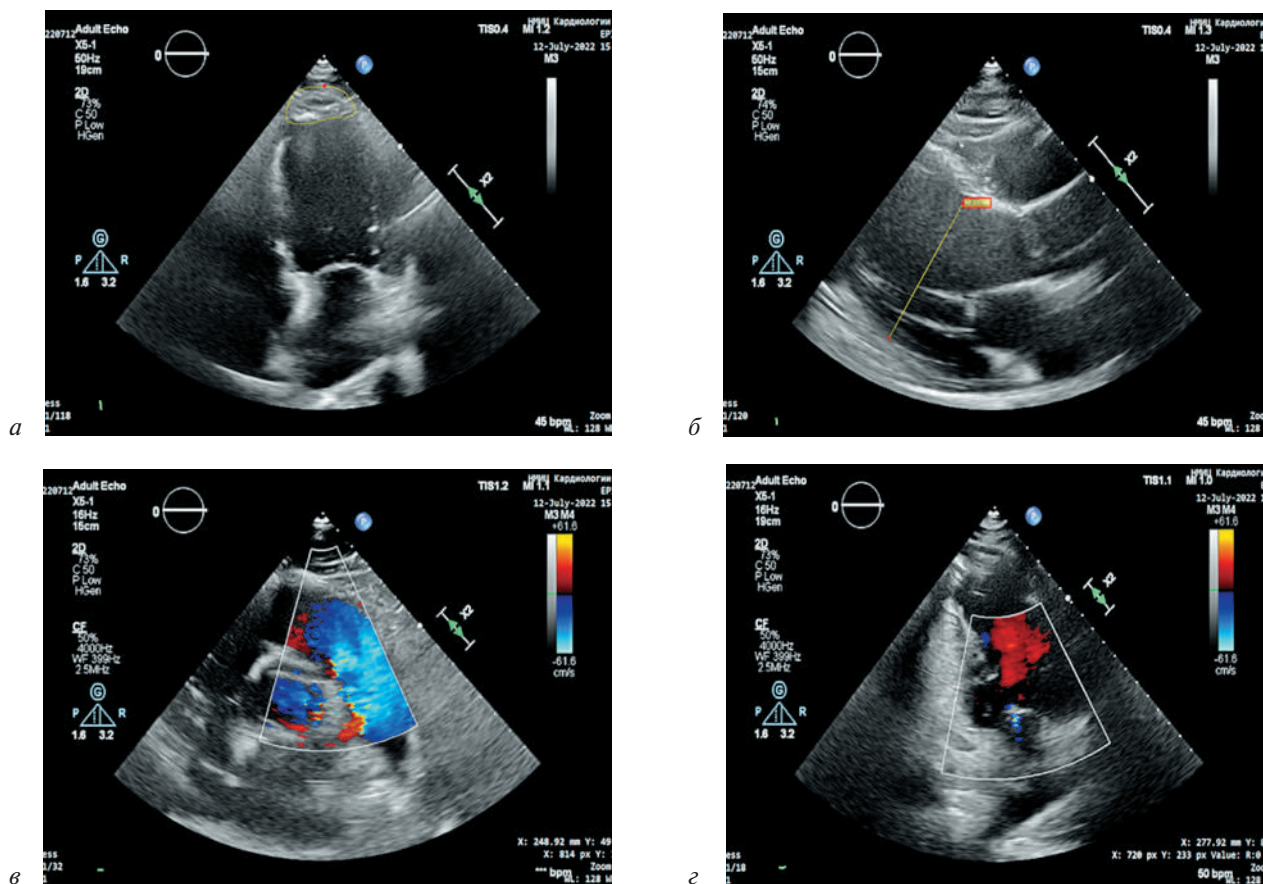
Эхокардиограмма пациента Ф. через 18 мес после РЧА ЖТ (а–г)
